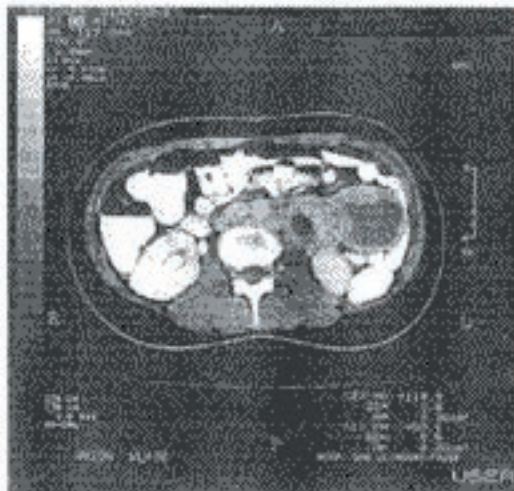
Tomografia contrastada de abdome mostrando duas grandes massas próximas ao polo inferior do rim esquerdo, com áreas de necrose central.
